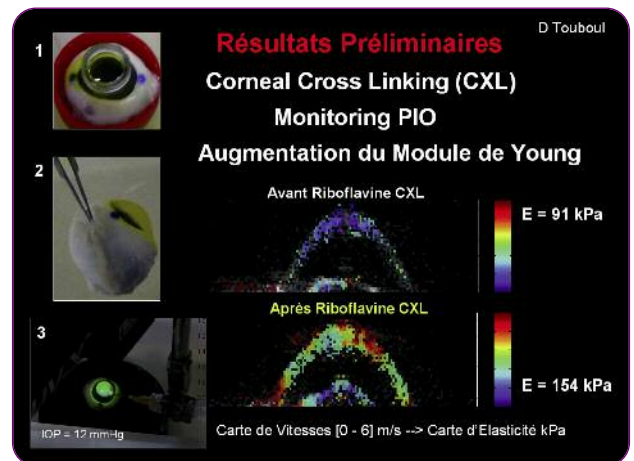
Images de cartes d'Elasticité cornéennes obtenues expérimentalement (cornées porcines) par la technologie d'analyse de la vitesse de propagation des ondes de cisaillement ultrasonores (SSI). Celle-ci permet de calculer le module de Young moyen (E) et instantané. L'effet du CXL devient quantifiable et cohérent avec les résultats connus de l'extensiométrie (étirement mécanique de la cornée). ESPCI - Institut Langevin / CRNK Bordeaux.
